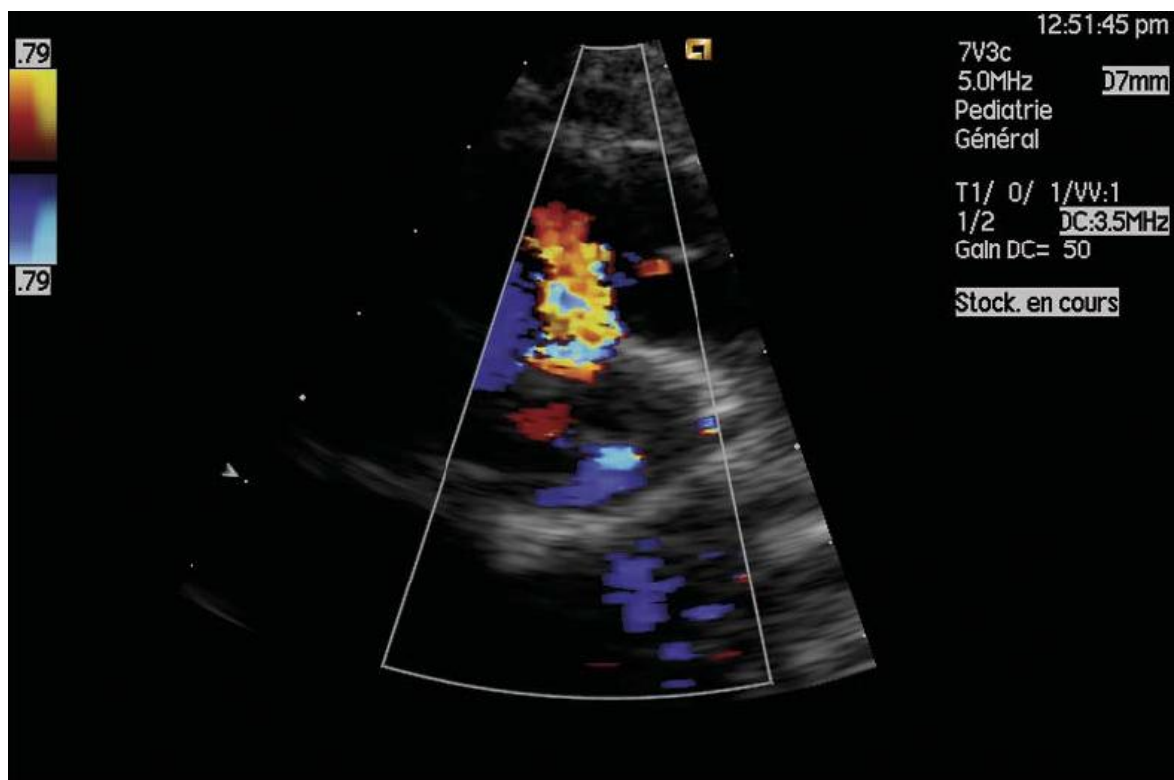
Localisation des CIV en incidence parasternale court axe
